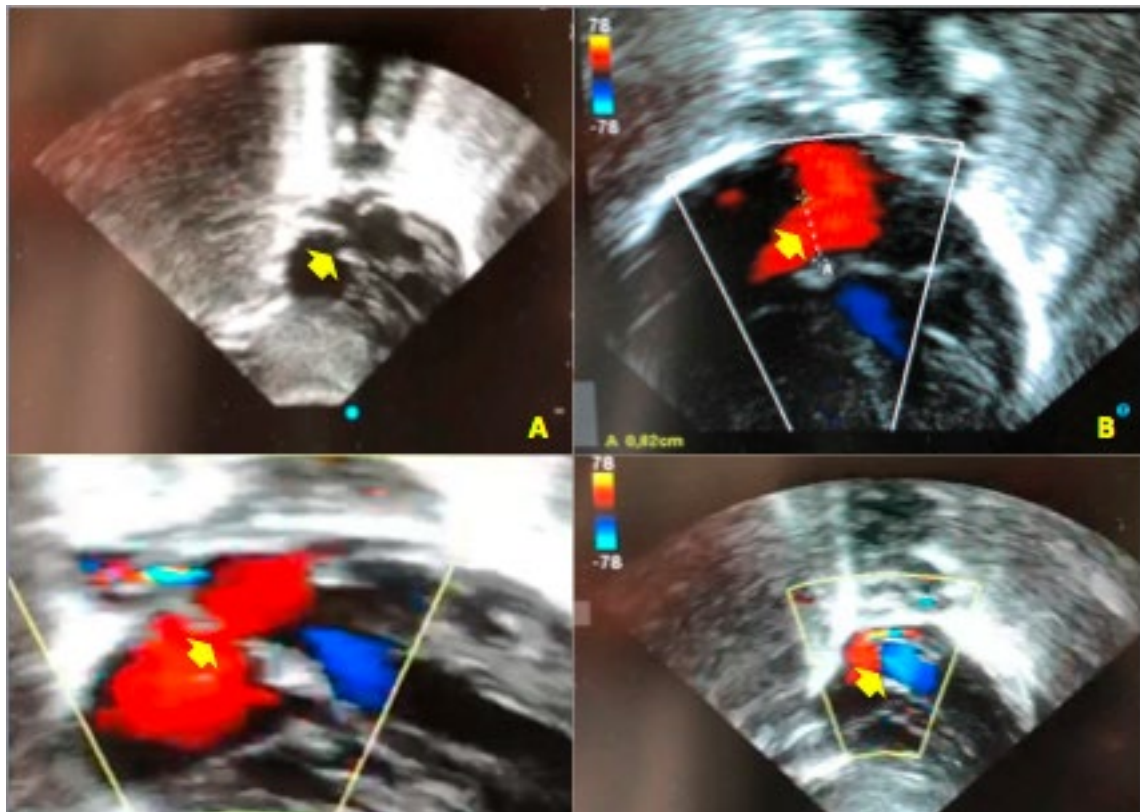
Ecocardiograma transtorácico con doppler. CIA de tipo ostium secundum de 6.2 mm.
